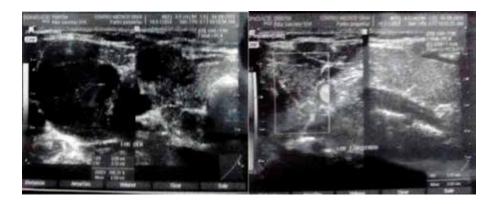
Ecografía tiroidea. Nódulo tiroideo en lóbulo derecho. Lóbulo izquierdo normal.
